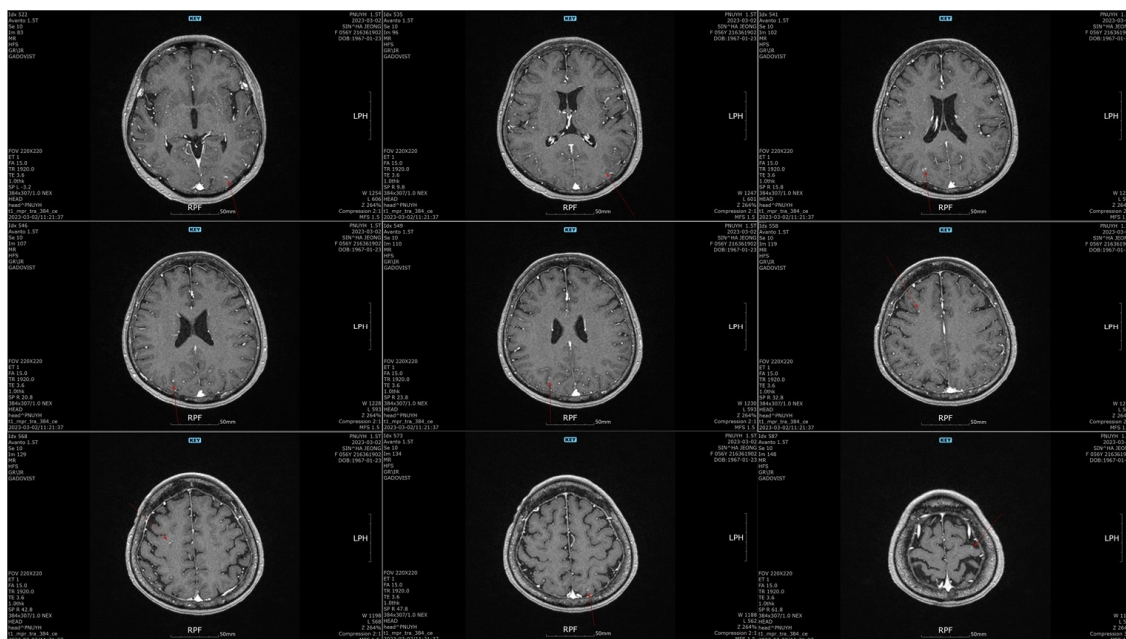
Brain magnetic resonance imaging : the red arrow points to the infarction area.
